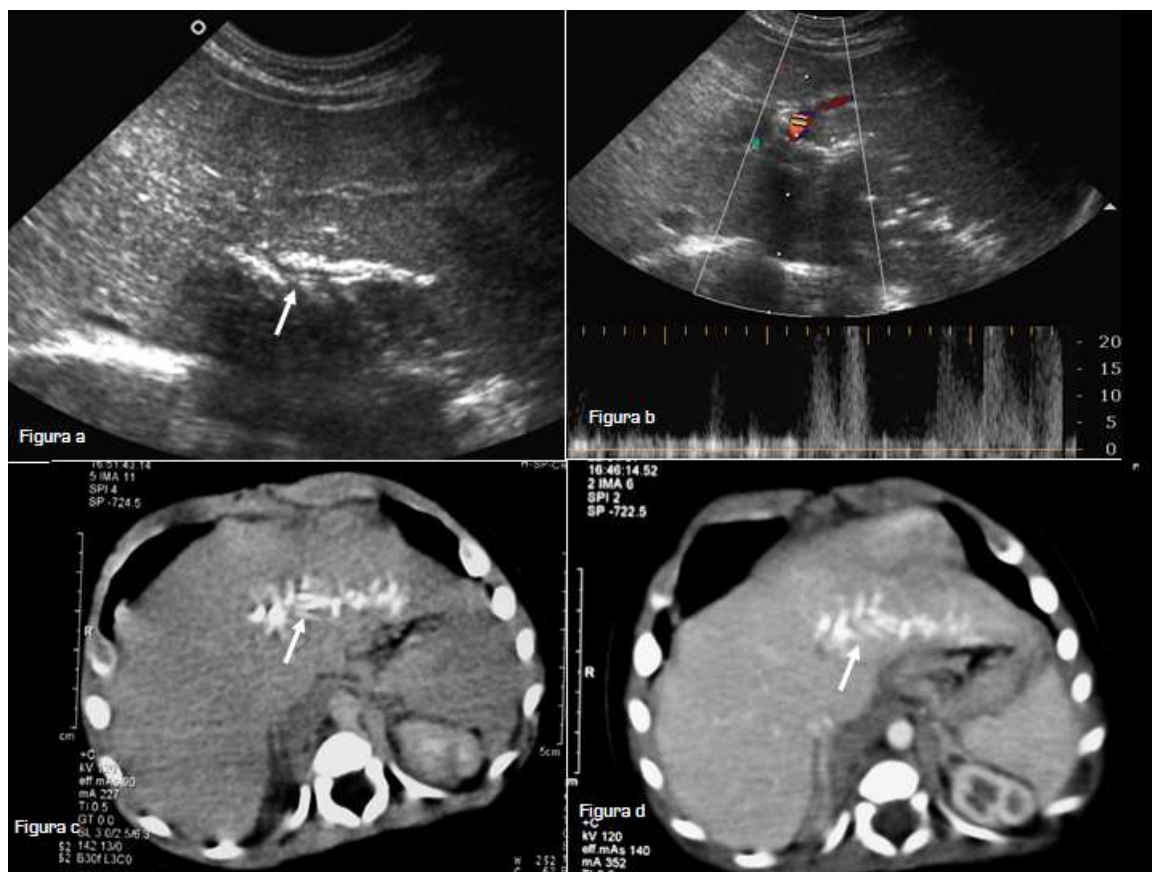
Paciente con antecedentes de cateterización venosa umbilical. Se realiza ecografía (figuras a y b) y TC con contraste iv (figuras c y d). Se observa calcificación de rama portal izquierda [figura a, c, d, flechas]. En eco-Doppler se evidencia en lóbulo hepático izquierdo predominio de flujo de arteria hepática, apenas se detecta flujo portal [figura b].
